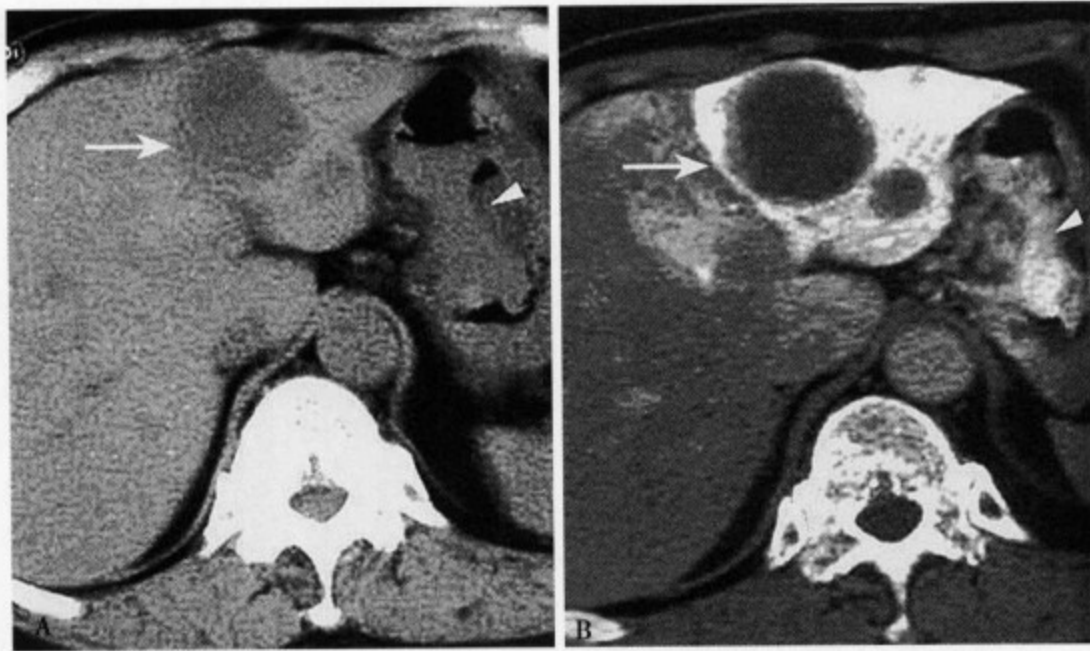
胃 GIST 肝囊性转移：CT 平扫 (A) 肝左叶外侧段显示一类圆形低密度灶，边缘不清，直径约 4.5cm；增强 CT 动脉期 (B) 肿瘤呈环形强化，囊壁厚薄不一，胃大弯侧肿瘤显示不规则形斑片状强化
